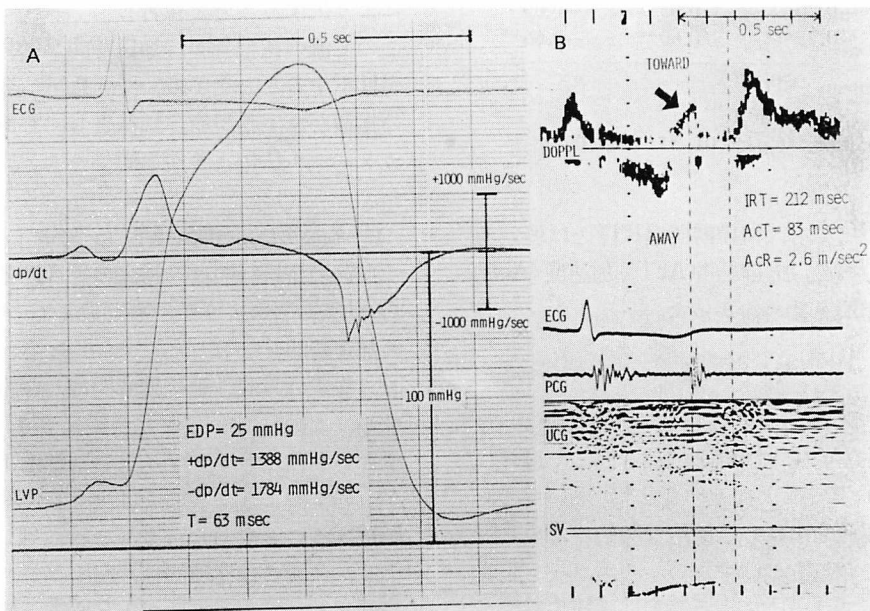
Left ventricular pressure tracing and its first derivative (A), and the Doppler signals of the isovolumic relaxation flow (B) from a patient with hypertrophic cardiomyopathy.
